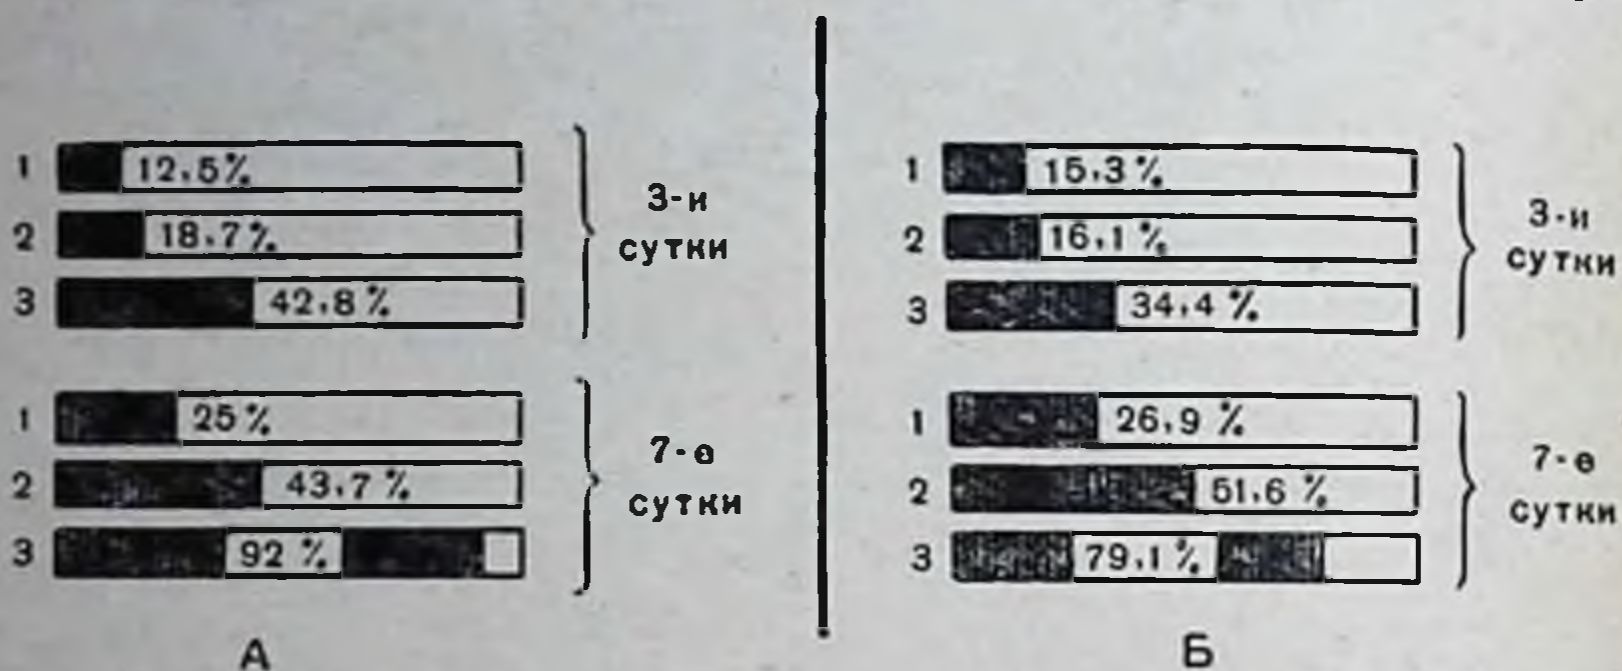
Зависимость появления неспецифических реакций у привитых и непривитых морских свинок от величины дозы воздействия рентгеновых лучей в различные сроки лучевой болезни.
